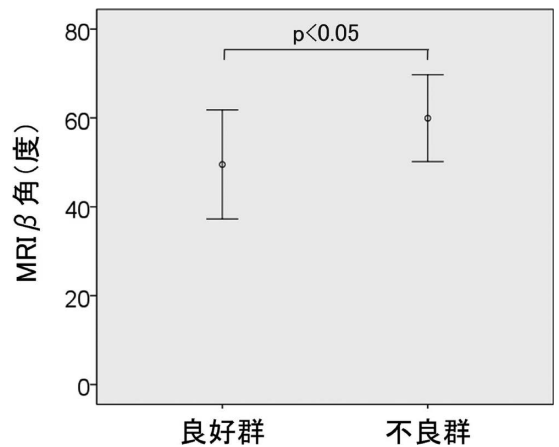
良好群と不良群における MRI の β 角の比較
